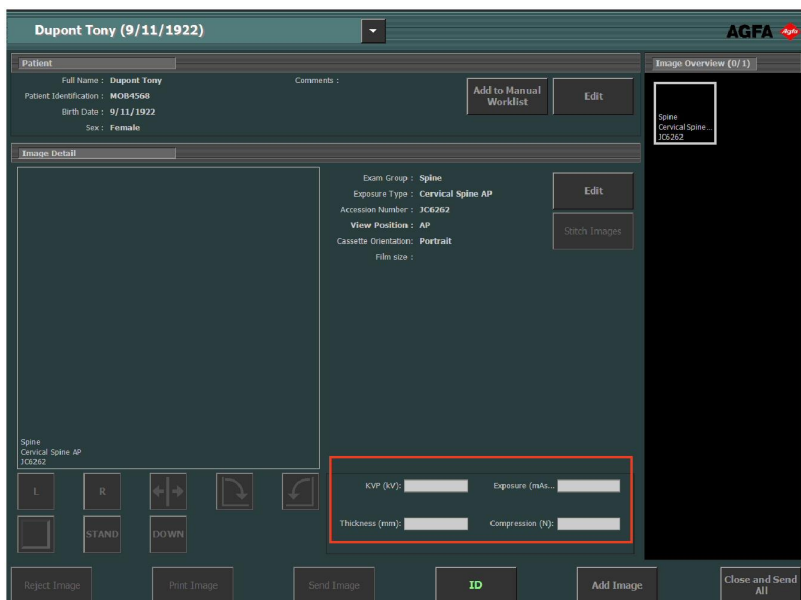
Параметры рентгеновской станции в окне «Исследование»
